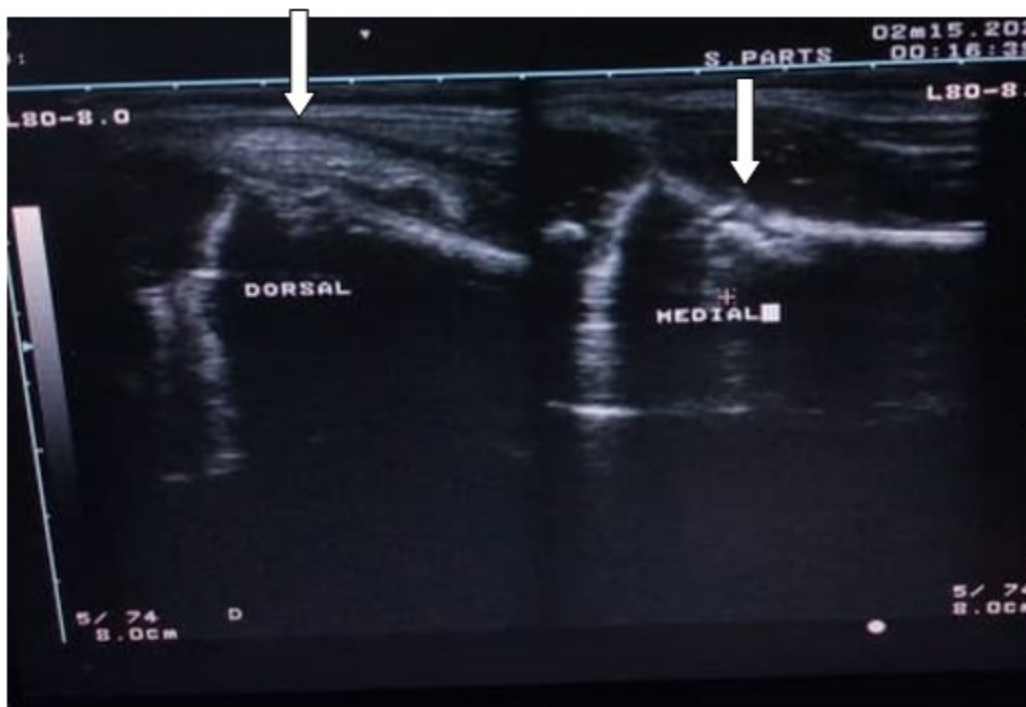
Imagen de ecografía que revela solución de continuidad, hueso de neoformación y reacción perióstica en la metáfisis distal del fémur derecho, lo cual sugiere fractura patológica secundaria a osteomielitis crónica.
